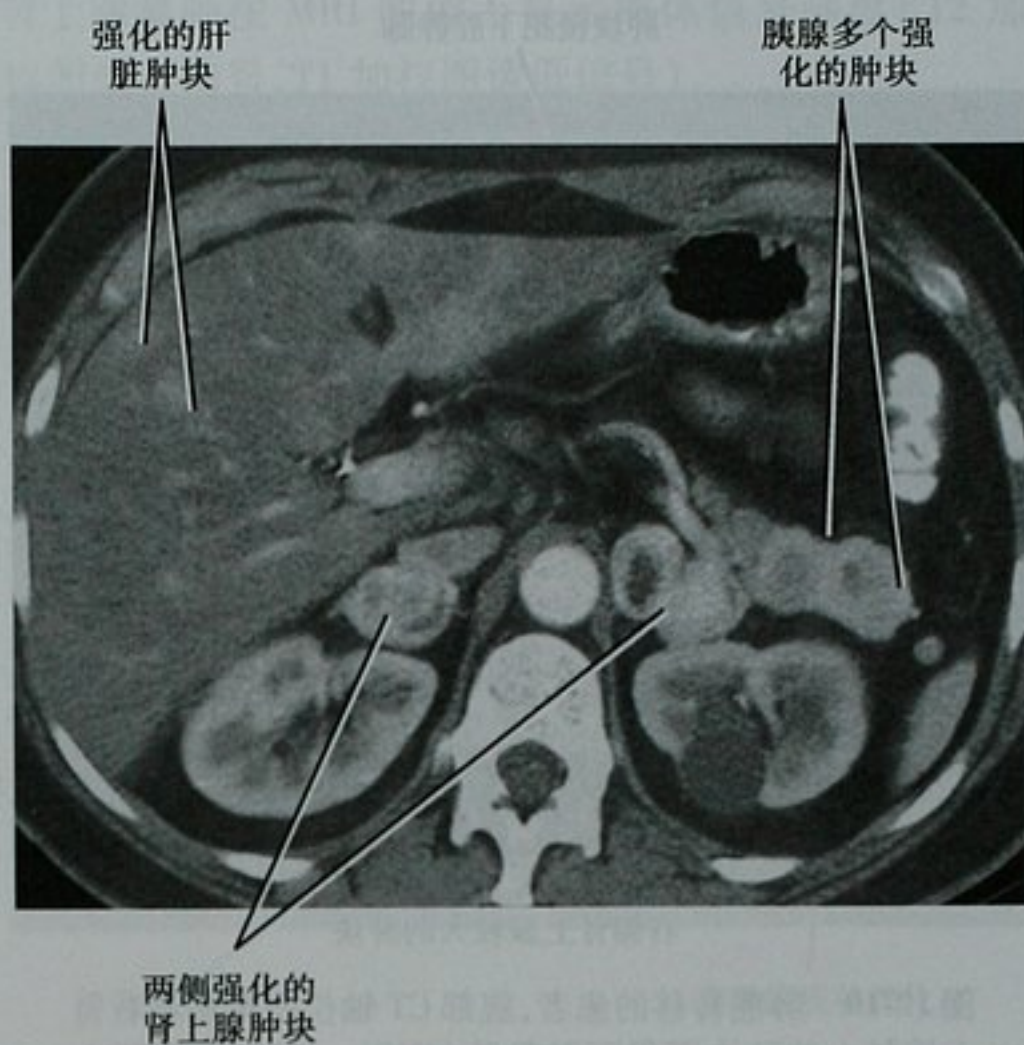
增强 CT 轴位图像显示两侧肾上腺肿物,同时伴有肝脏和胰腺的多发肿物。肾上腺肿物证实为嗜铬细胞瘤(转移至肝脏),胰腺肿物为胰岛细胞瘤。这一系列肿物综合考虑最后诊断为 von Hippel-Lindau 病
